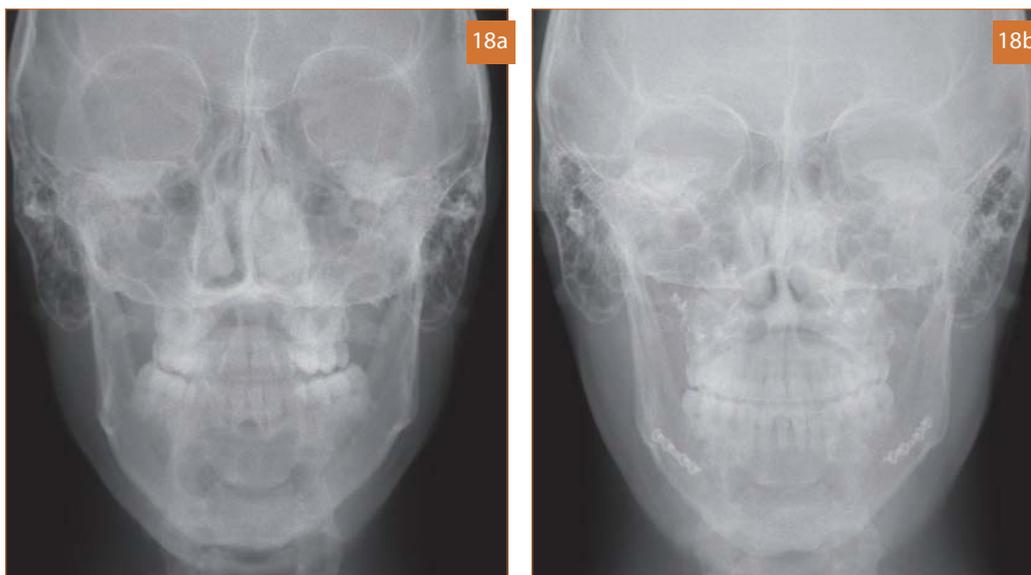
Telerradiografía AP antes y después del TMD.
